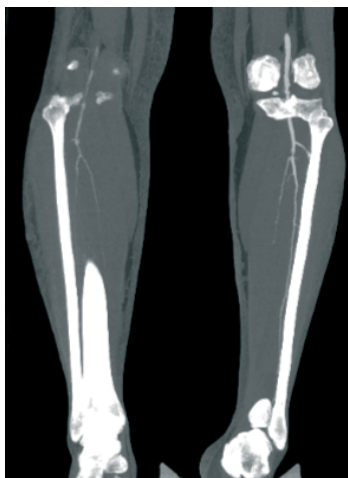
Предоперационная КТ-ангиография: артерии голени диффузно изменены
